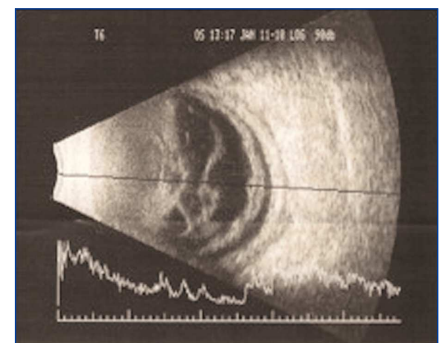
Ecografía ocular.
